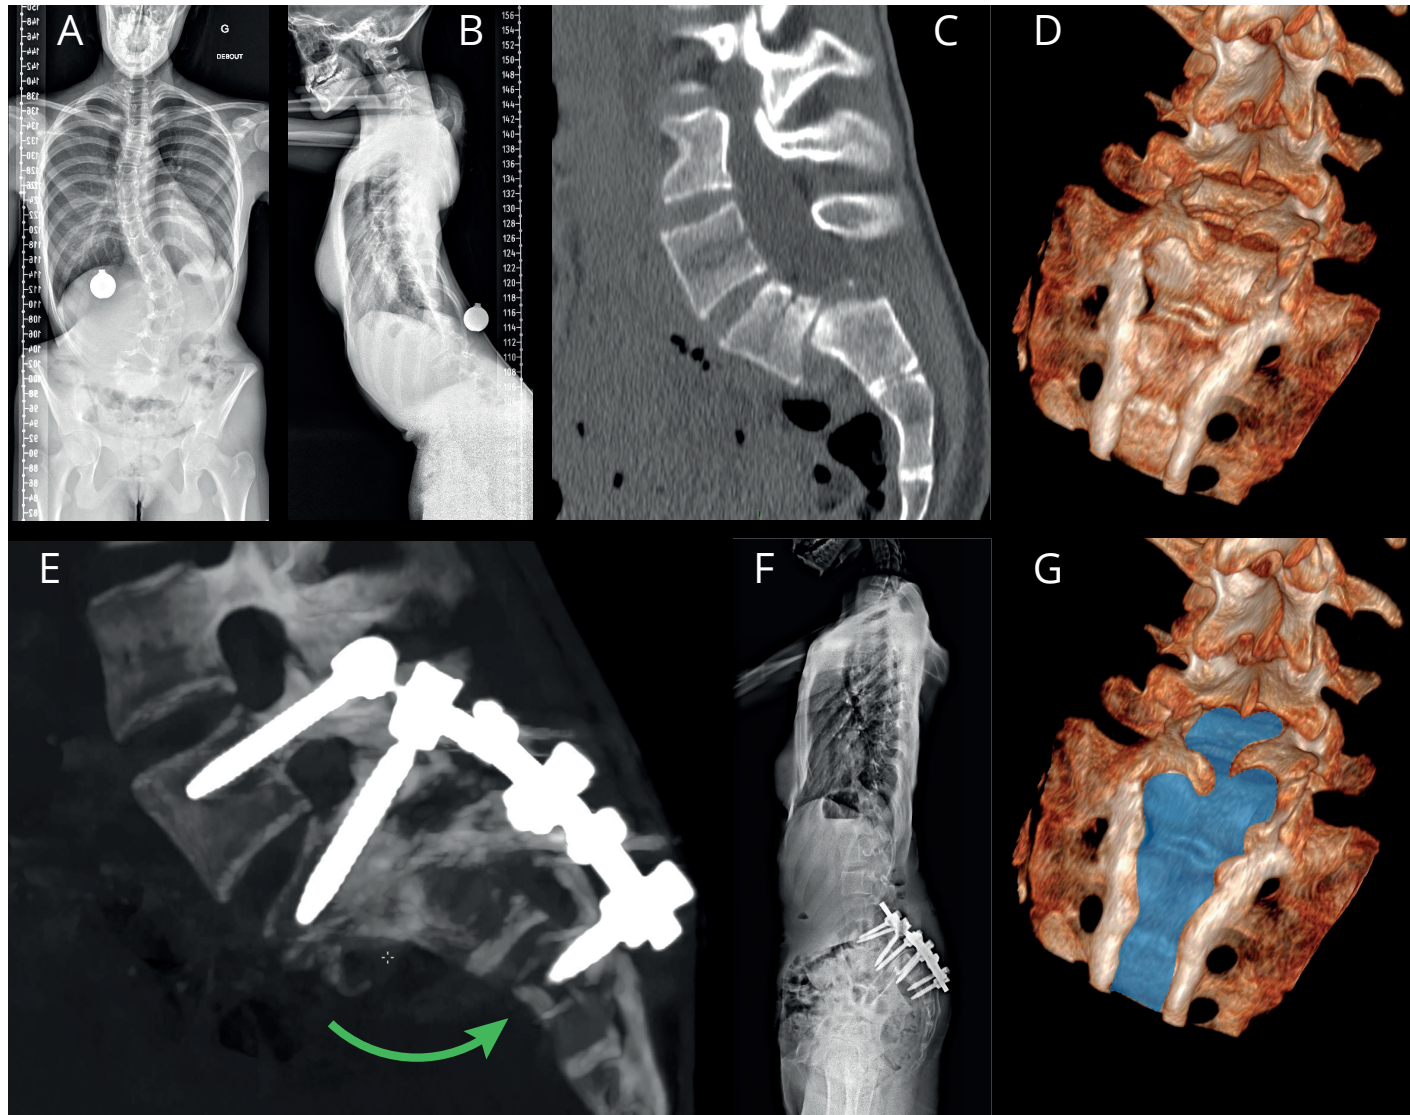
Fusion avec réduction dans un spondylolisthésis de type 6. (A), Radiographie FS de face d'une scoliose. Notez la position du bassin typique d'une grande rétroversion. (B), radiographie FS de profil démontrant une perturbation importante de l'équilibre sagittal sans apporter de précision quant à la charnière lombosacrée ce qui justifie de réaliser un CT-scan (C). (C, D, G), démonstration d'un spondylolisthésis de haut grade, avec dysplasie L5-S1 et spina-bifida étendue distalement à la vertèbre L4. (E), contrôle à 3 mois par CT-scan qui démontre la fusion de L5 sur S1. La chirurgie a consisté en un montage L4-S2 avec résection du dôme sacré permettant de retrouver une image plus naturelle sur le FS de profil (F). Notez que cet équilibre est imparfait mais le PT s'est partiellement corrigé et la C7-plumbline normalisée. La lordose lombaire n'est pas retrouvée et sera adressée lors de la cure de scoliose à venir par de multiples ostéotomies de Smith-Petersen.
